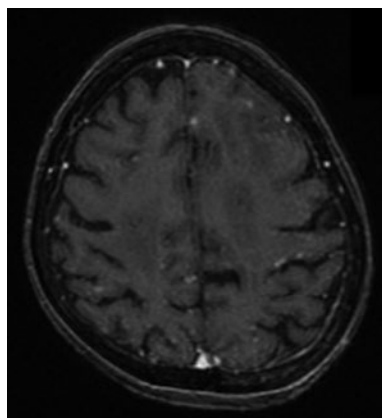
頭部造影T1強調MRI (2012年7月). 脳表面を中心に粟粒大の脳転移を示唆する結節影を多数認める.
